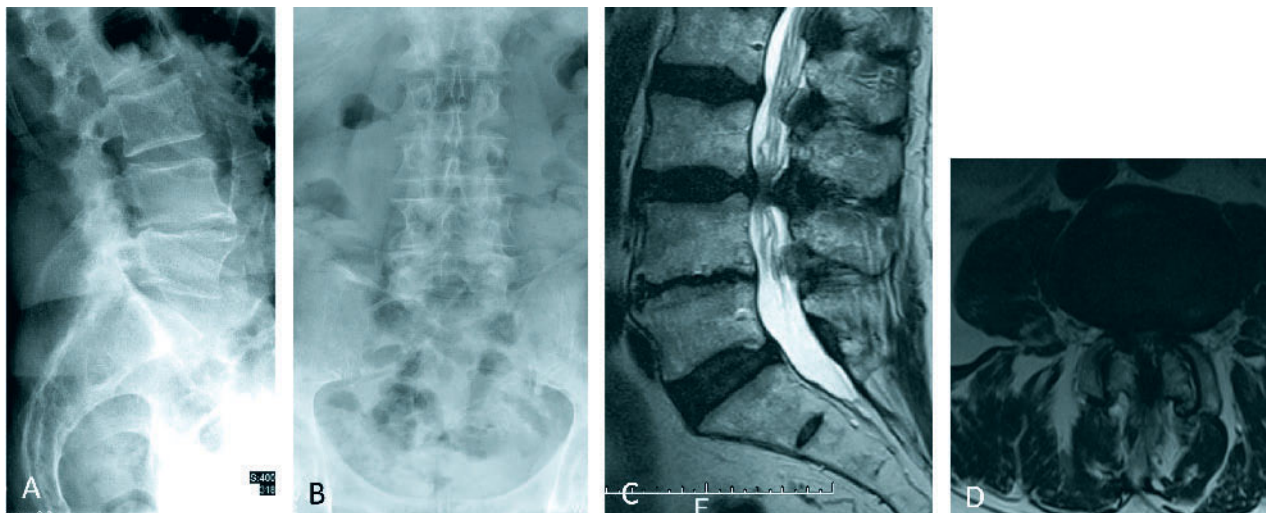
Erweiterte interlaminiäre Fensterung und Over-the-top-Dekompression bei einem 78-jährigen Patienten mit therapierefraktärer Claudicatio-spinalis-Symptomatik ohne Rückenschmerz. a) und b) zeigen die Röntgenaufnahmen der LWS, c) und d) das korrespondierende MRT.
